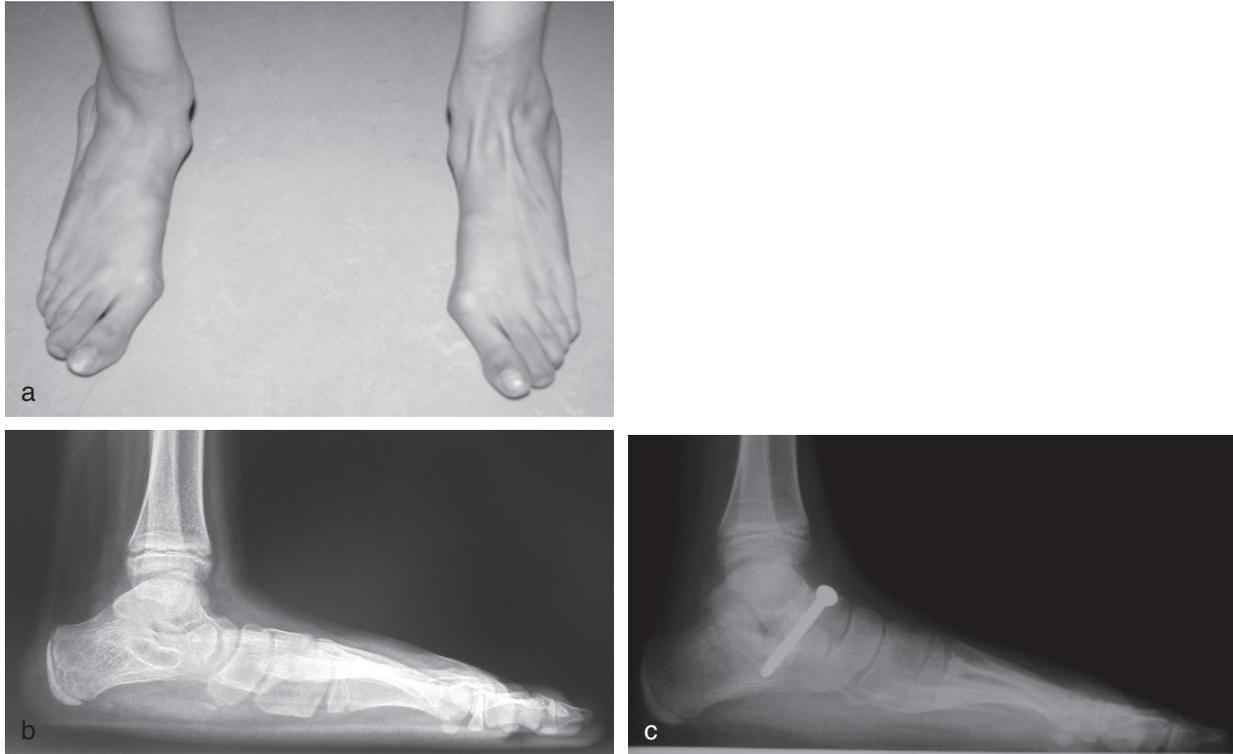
Pieds plats sévères chez un garçon de 5 ans présentant une maladie de Marfan. a. Aspect clinique préopératoire. b. Radiographie. c. Aspect postopératoire après intervention du cavalier.
